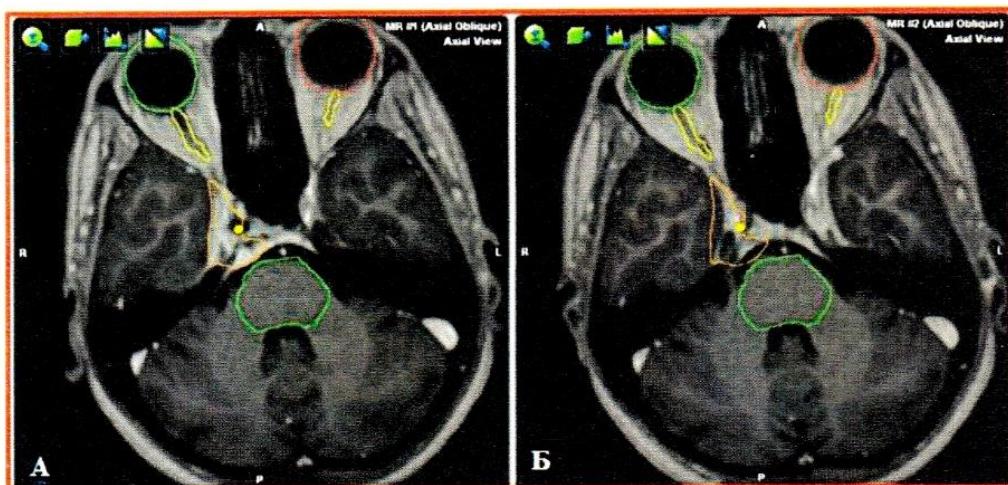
Спостереження №10. Хвора С-ка, 22 роки, історія хвороби №133954. Петроклиival'na менінгіома праворуч. МРТ головного мозку (T133 + Gd): А — петроклиival'na менінгіома праворуч до CPX; Б — контрольне МРТ обстеження через 3 місяці після CPX.
